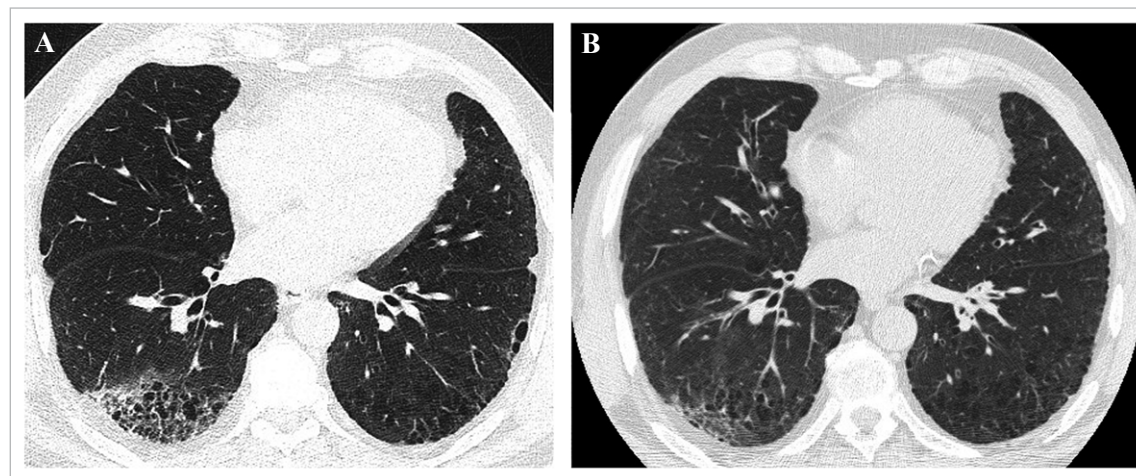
A. Corte axial de TC muestra espacios enfisematosos con opacidades en vidrio esmerilado en el LID, acentuando las estructuras intersticiales y simulando retículo o panal. A diferencia del panal, no todos los quistes tienen paredes bien definidas, no todos comparten sus paredes y no están adosados a la superficie pleural. B. Posterior a la resolución parcial del vidrio esmerilado, se comprueba que las imágenes quísticas corresponden a espacios enfisematosos y no a panal.
